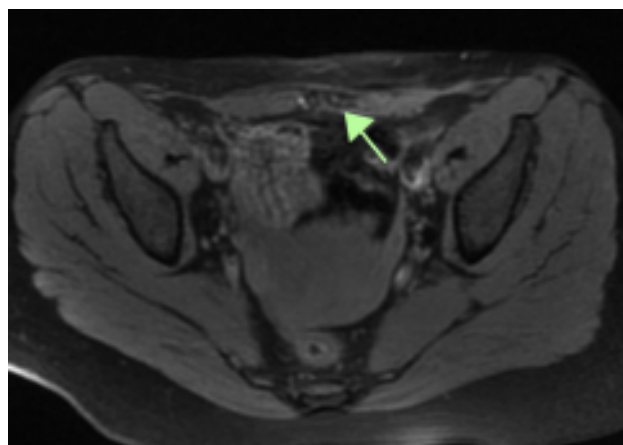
Corte axial de RMN en secuencia T1 con saturación grasa, en el que se observa lesión hipocóica, con imágenes hiperintensas en el interior compatibles con focos hemorrágicos.
